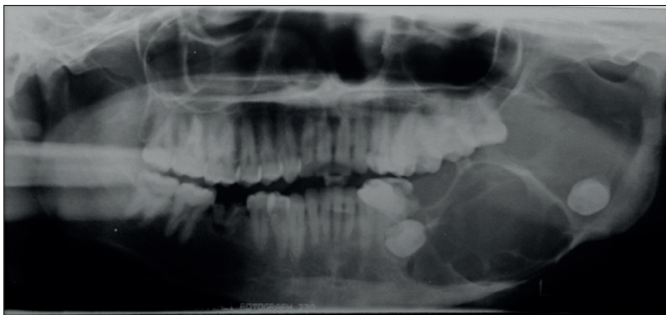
Radiographie panoramique dentaire objectivant un accident tumoral : 38 en position ectopique refoulée par la tumeur.
